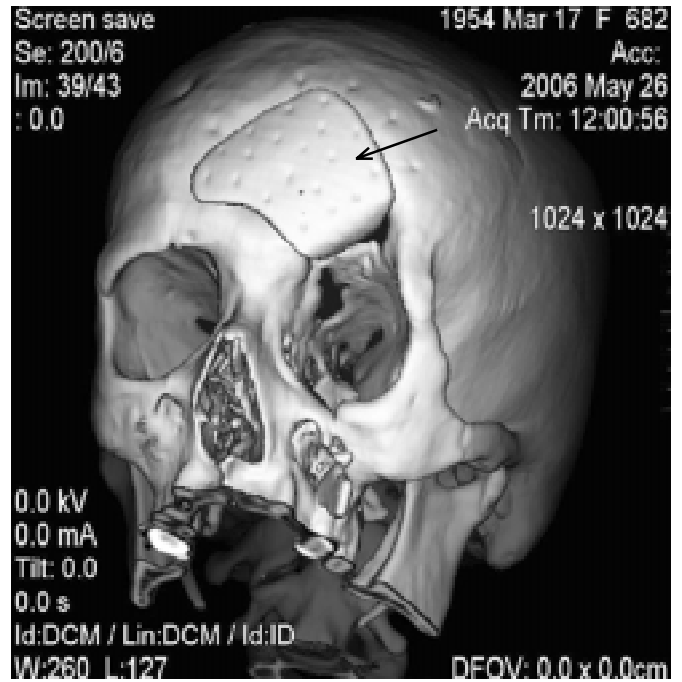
Хвора К., 52 роки. Спіральна комп'ютерна томографія з 3D-реконструкцією зовнішньої поверхні черепа. Наслідки тяжкої черепно-мозкової травми, 8 років після пластики обширного фронтально-орбітального кісткового дефекту черепа корундовим імплантатом (стрілка)
